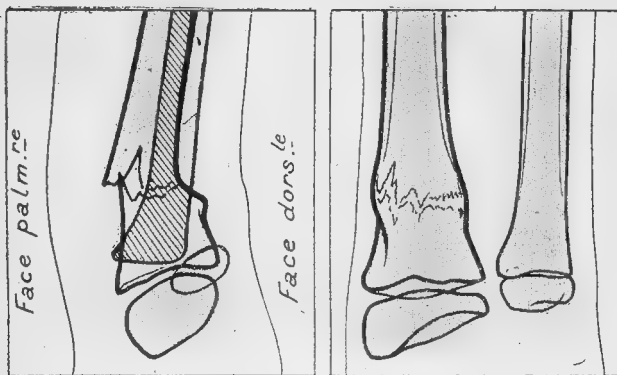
Soufflure du radius avec fissure sinueuse sur la radiographie de face. Radiographie de profil : inflexion très marquée du radius, bascule en arrière du fragment épiphysaire (Mouchet).
